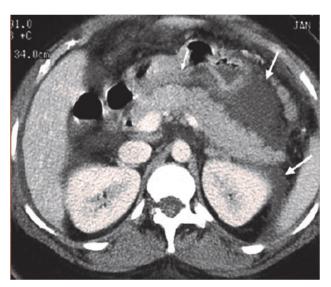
КТ-картина панкреонекроза.
